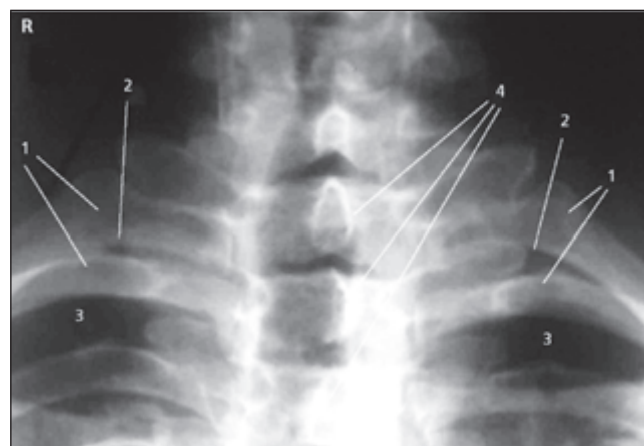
Рентгенологические признаки синдрома функционального блока грудной клетки
